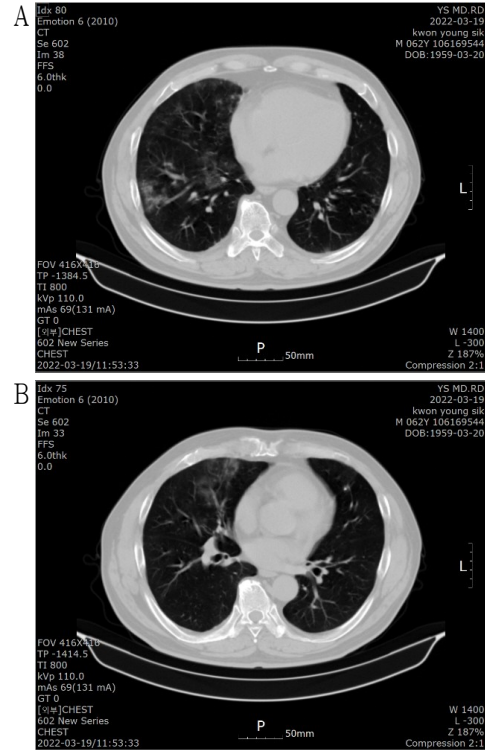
The chest computed tomography.
